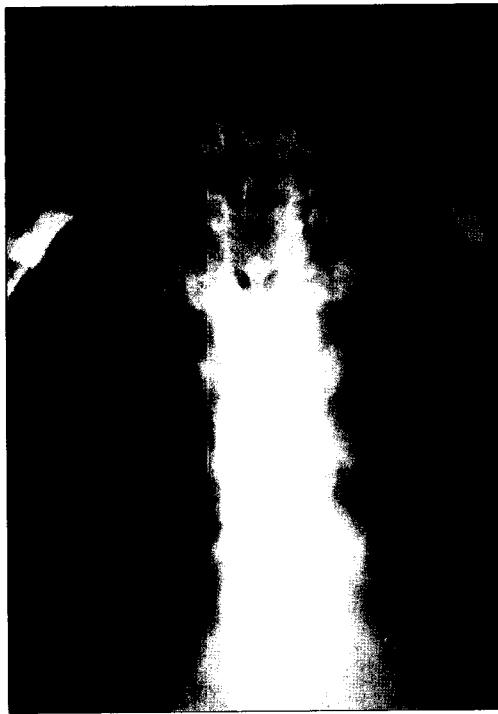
Initial radiography demonstrates a linear band of mediastinal air paralleling the trachea. Multiple of thin, linear streaks of air extends into the cervical area (arrows).
